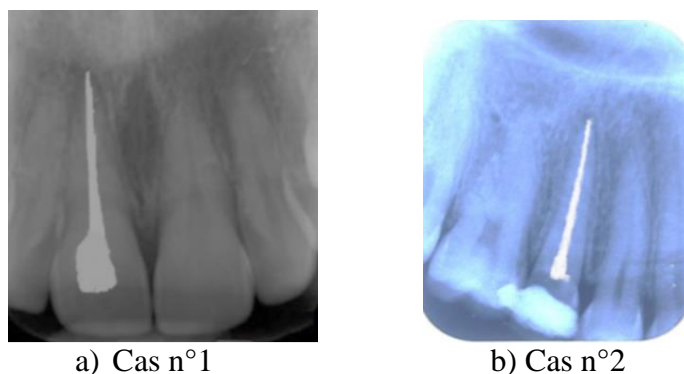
radiographie postopératoire montrant la qualité de l'obturation canalaire après la suppression de la PCO (Rakotonirina FP, 2021)
